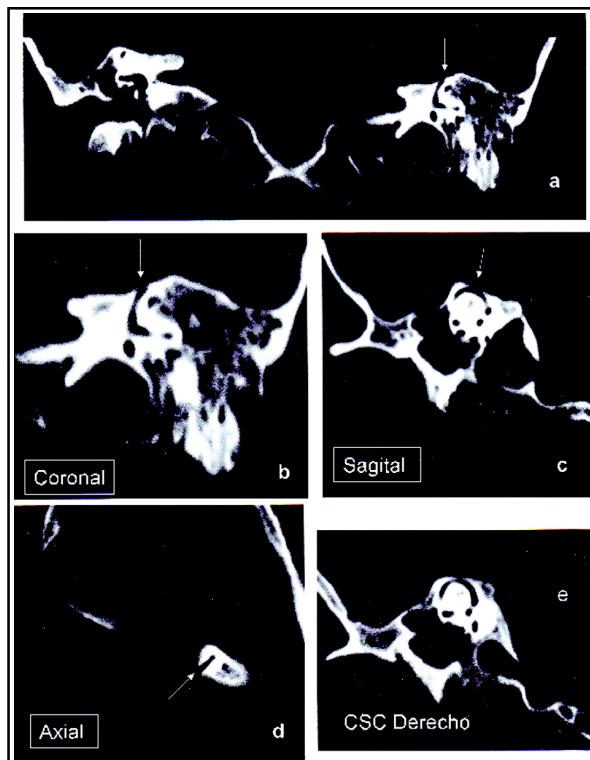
Destaca cómo en una tomografía computarizada en el plano coronal del cráneo a nivel de los dos peñascos (a) hay ausencia de cobertura ósea en el techo en el canal izquierdo (flecha), mientras que el derecho está íntegro. Nótese la presencia de una dehiscencia del canal semicircular superior izquierdo. En b) en el plano coronal, en c) en el plano del canal (de Pöschl) y en d) en el plano axial. Obsérvese cómo el canal semicircular derecho (e) muestra un techo íntegro (plano de Pöschl).
